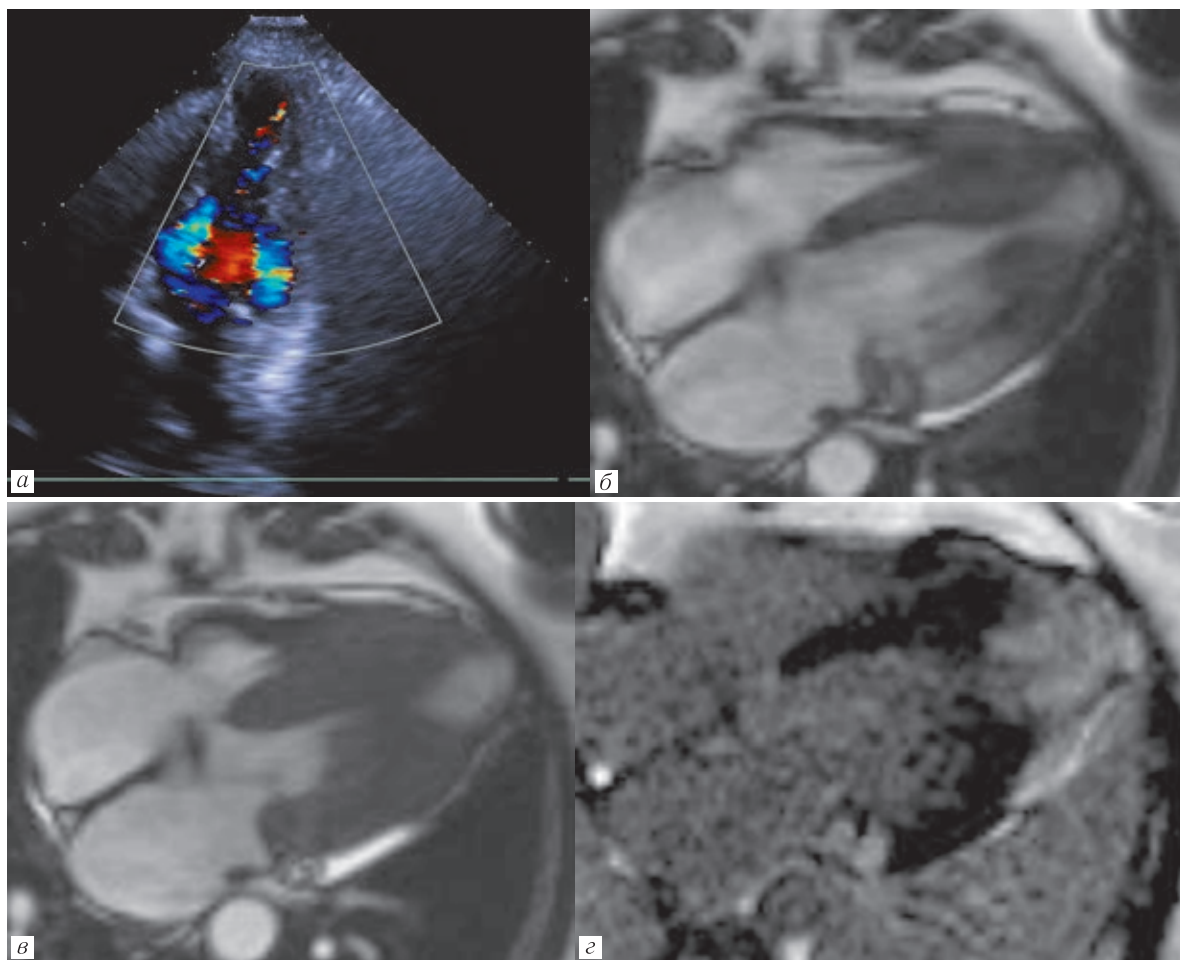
Эхограмма (а) пациентки Б. 67 лет со смешанной формой АпКМП в четырехкамерной проекции в режиме ЦДК, МР-томограммы сердца той же пациентки в четырехкамерной проекции: б — кино-МРТ (в диастолу); в — кино-МРТ (в систолу); з — постконтрастная МР-томограмма в режиме IR GRE — на верхушке левого желудочка определяется аневризма. При МРТ визуализируется секвестрация полости левого желудочка в систолу. После контрастного усиления отмечается патологическое накопление контрастного вещества в верхушечных сегментах левого желудочка в области аневризмы за счет кардиосклероза
